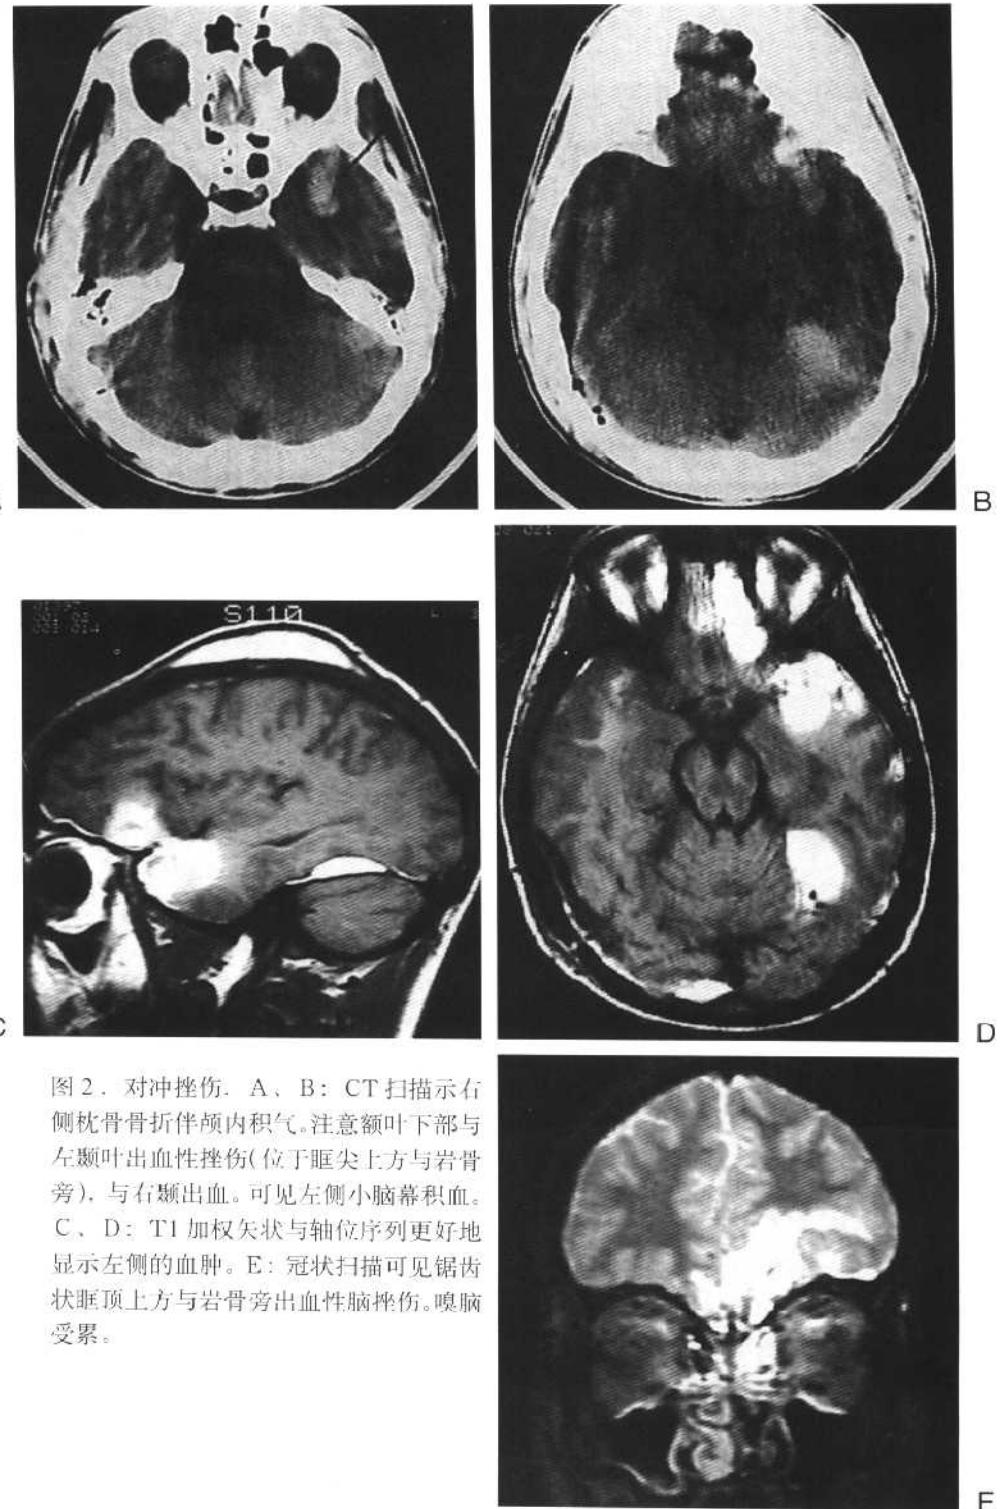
对冲挫伤。A、B: CT扫描示右侧枕骨骨折伴颅内积气。注意额叶下部与左颞叶出血性挫伤(位于眶尖上方与岩骨旁),与右颞出血。可见左侧小脑幕积血。C、D: T1 加权矢状与轴位序列更好地显示左侧的血肿。E: 冠状扫描可见锯齿状眶顶上方与岩骨旁出血性脑挫伤。嗅脑受累。
